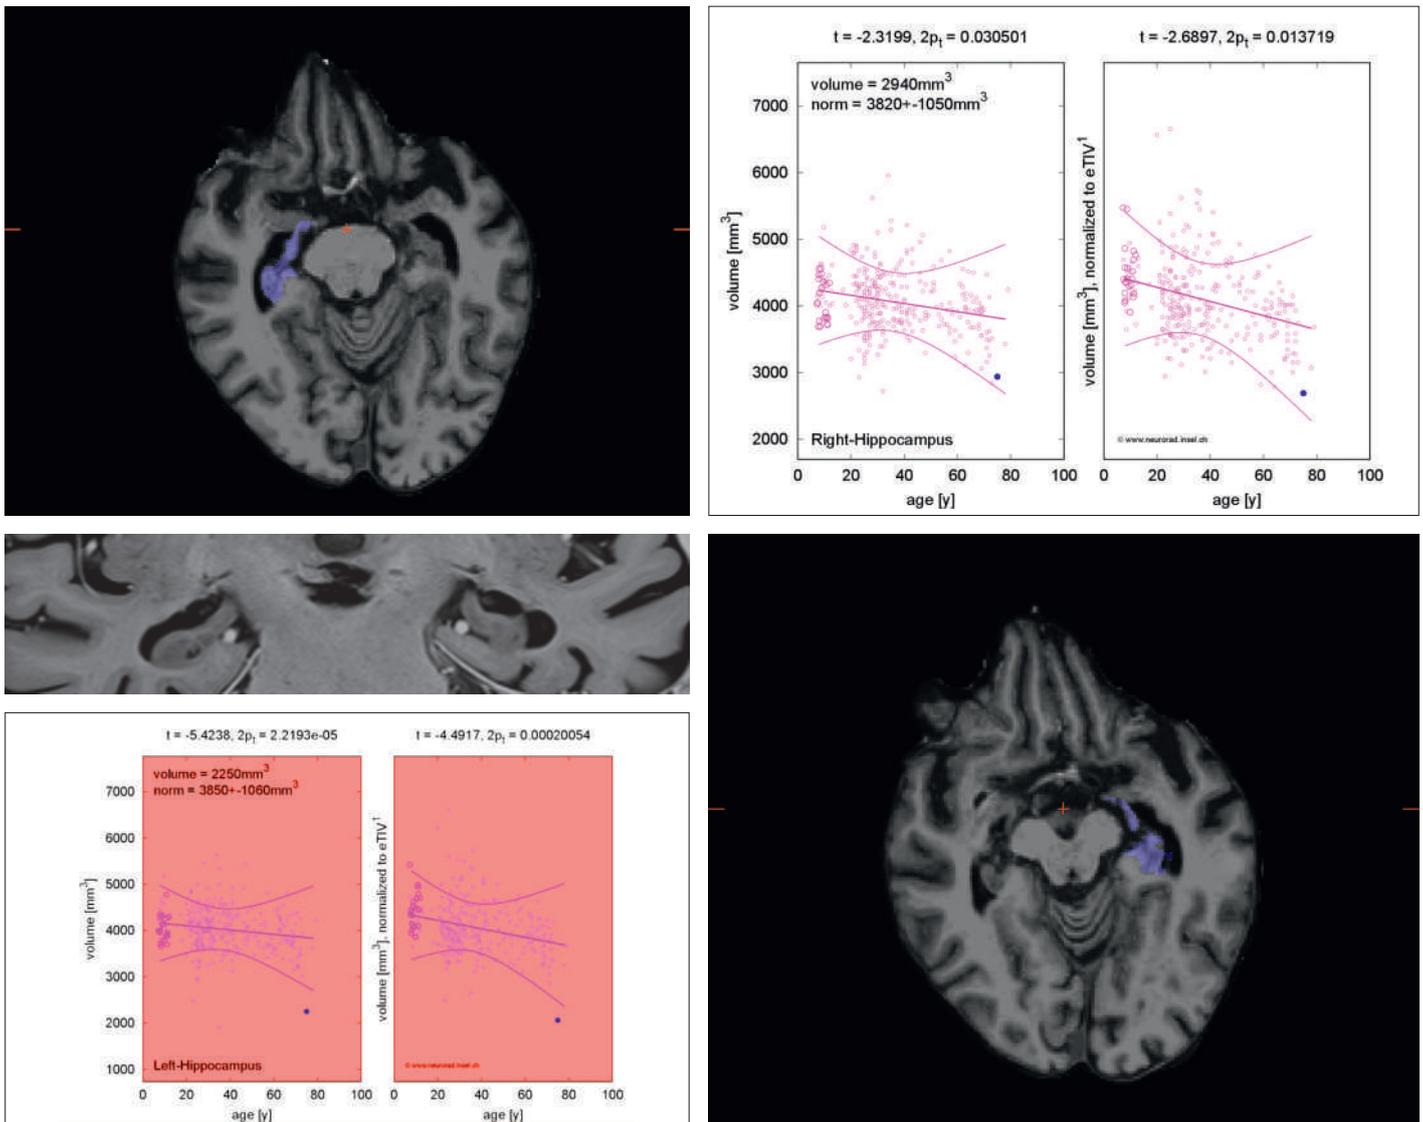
Résultat RM structurel: réduction volumétrique de l'hippocampe (HC; évaluation visuelle MTA de degré II). Volumétrie automatisée complémentaire de l'hippocampe. Le calcul automatisé confirme une réduction volumétrique significative (rouge) de l'hippocampe en-dessous de la norme moyenne par rapport à l'âge et au sexe à gauche (en haut: HC droit, en bas: HC gauche).
